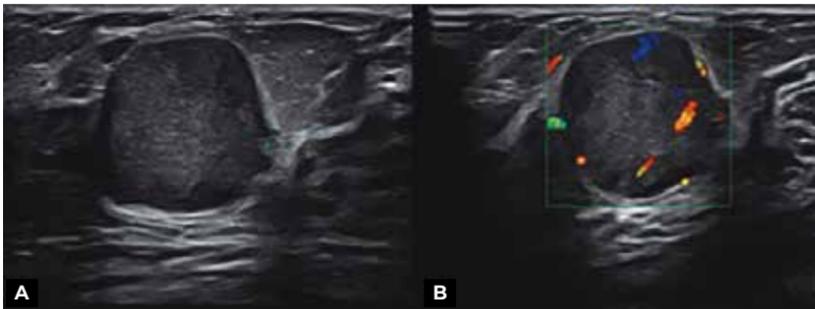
Paciente feminino, 14 anos, apresentando nódulo palpável na mama direita. US evidencia nódulo redondo, circunscrito e hipocogênico (A). O estudo com Doppler colorido apresenta vascularização interna (B).
